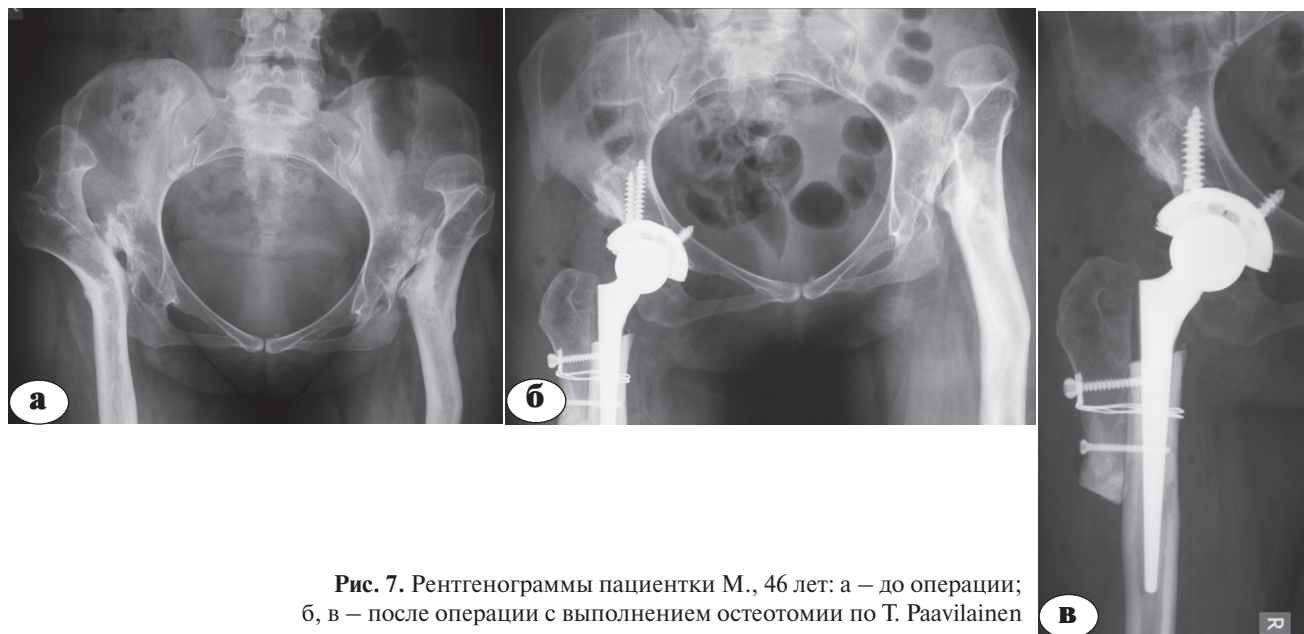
Рентгенограммы пациентки М., 46 лет: а – до операции; б, в – после операции с выполнением остеотомии по Т. Paavilainen
